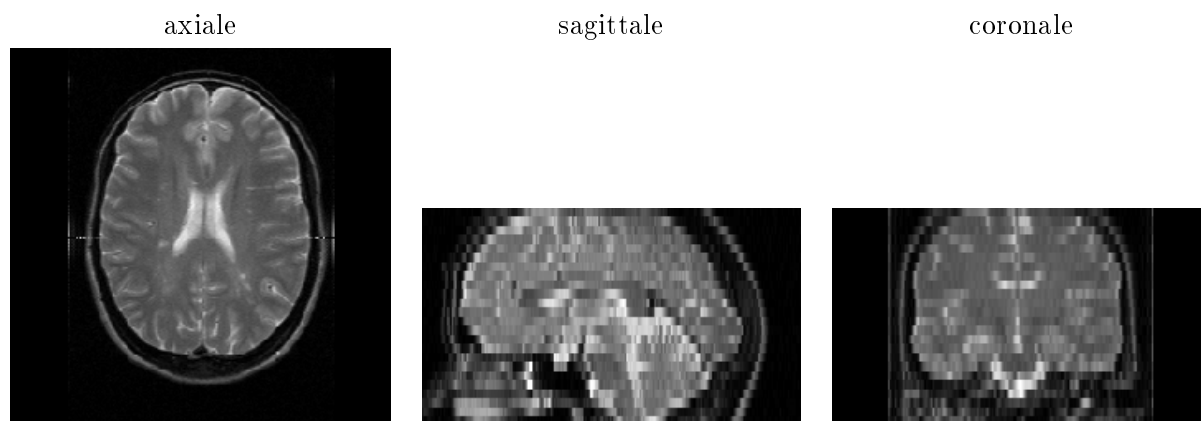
Une IRM pondérée en T2 (reconstruite en 3D) du projet Biomorph.
